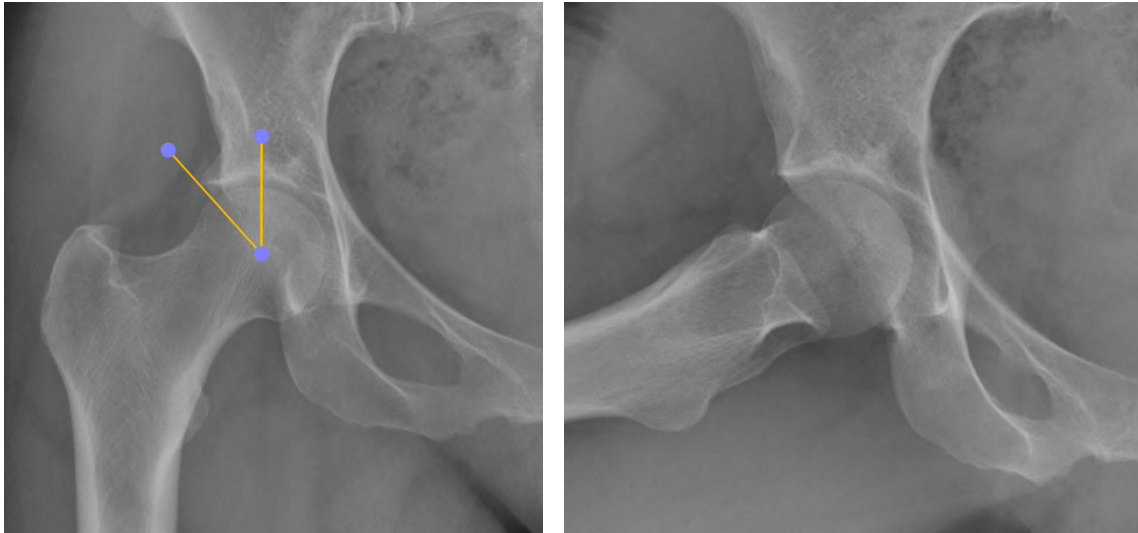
Рентгенографія КС в прямій (зліва) та аксіальній (справа) проекціях. Зліва методика виміру кута Віберга.
